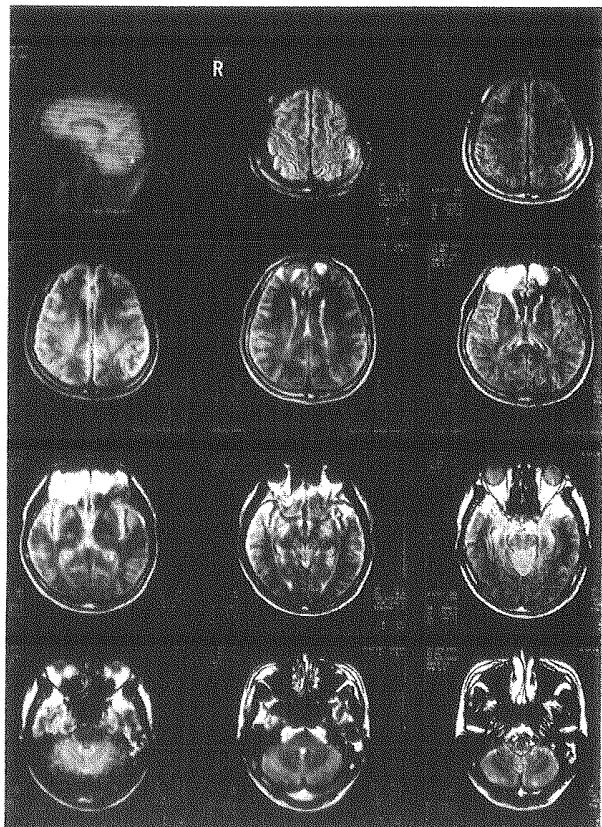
本事例のMRI画像所見（2002年11月5日）
